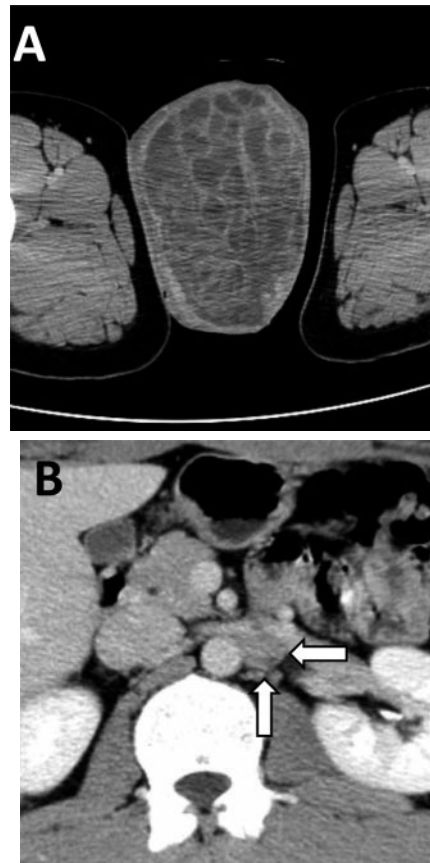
CT showed a heterogeneous tumor in the left scrotum (A) and an enlarged para-aortic lymph node (B, arrows).
